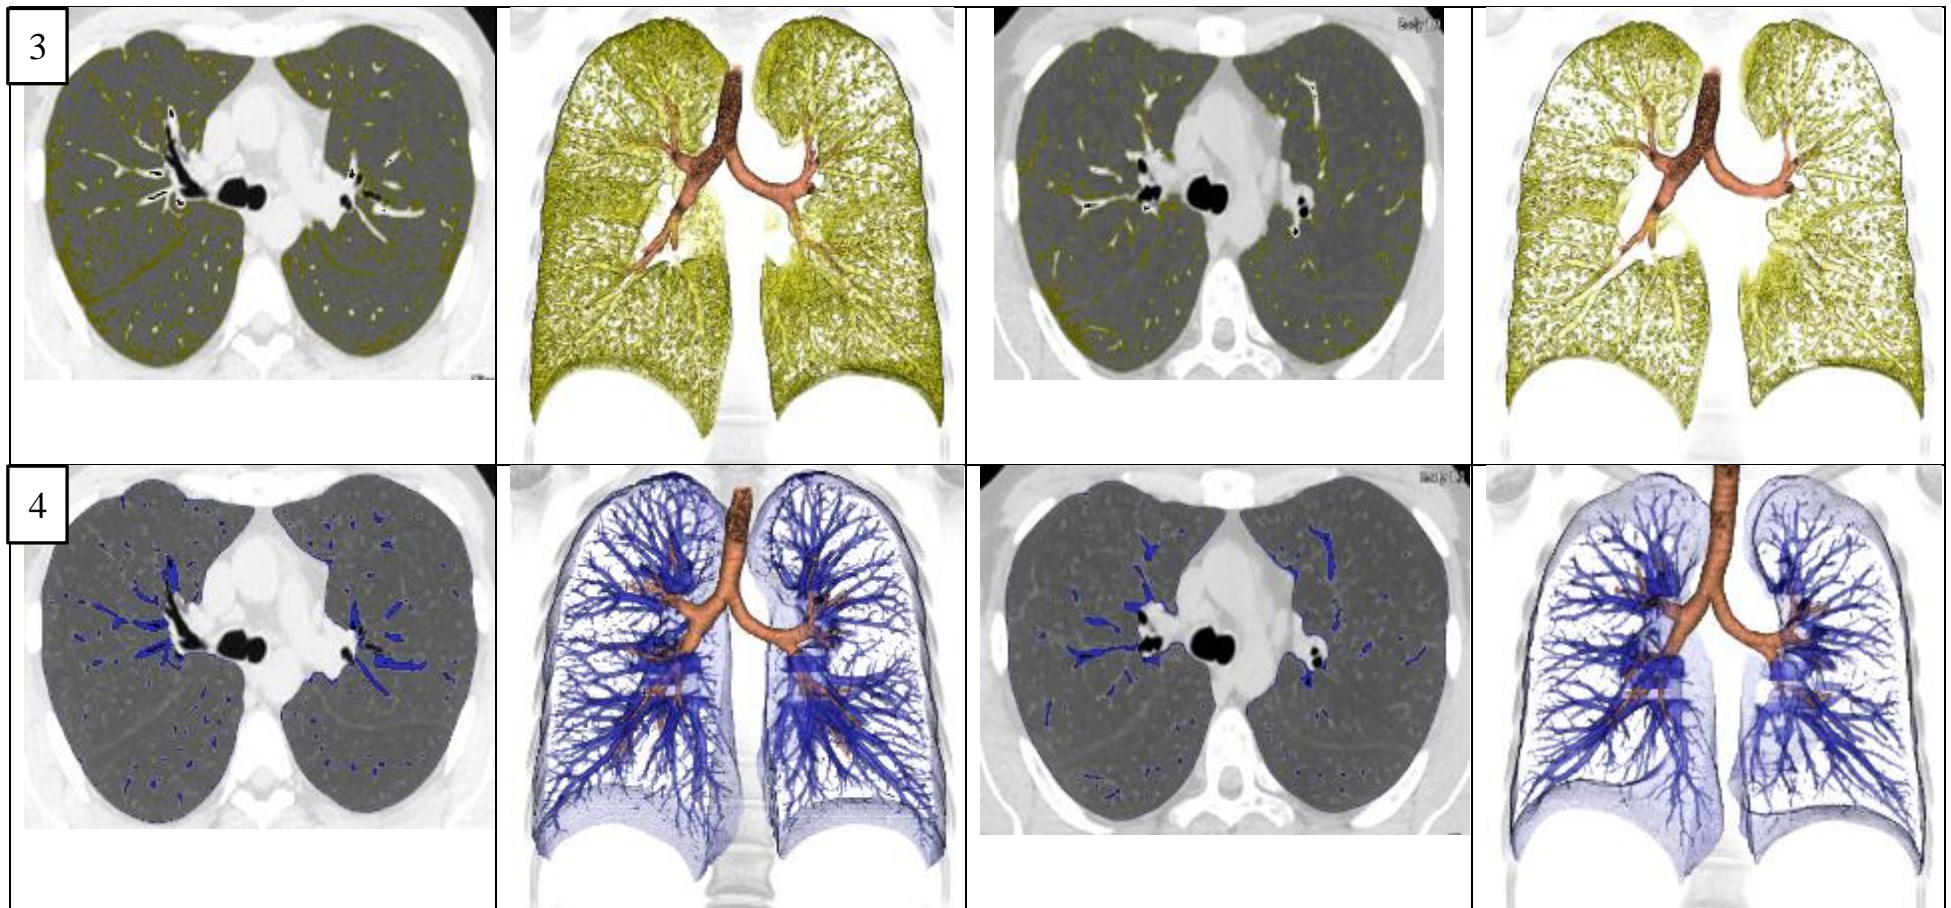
Продолжение. КТ-денситоволлюметрия в среднем (ИС) диапазоне плотности (желтым цветом выделены участки легочной ткани, соответствующие диапазону плотности от -850 до -650 HU) в аксиальной (3А, 3В) плоскости, 3D-модели (3Б, 3Г) плоскости. КТ-денситоволлюметрия в нижнем (ИН) диапазоне плотности (синим цветом выделены участки легочной ткани, соответствующие диапазону плотности от -650 до 0 HU) в аксиальной (4А, 4В) плоскости, 3D-модели (4Б, 4Г).
